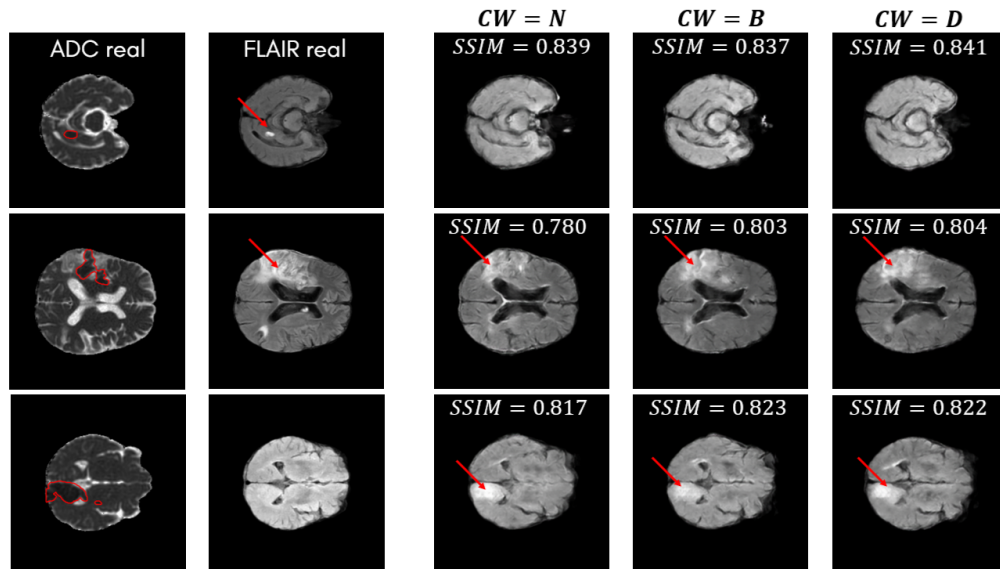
Resultados cualitativos de las secuencias FLAIR sintéticas a partir de DWI. Cada fila corresponde a lesiones isquémicas diminutas (0.796 mL - TDIS: 3 h, TDIS: Tiempo desde inicio de los síntomas), pequeñas (25.5 mL - TDIS: despertar) y medianas (56.6 mL - TDIS: 5 h), respectivamente.
